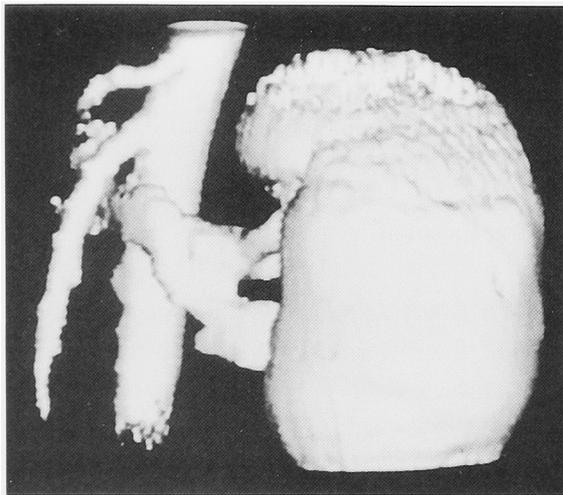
Three-dimensional CT revealed the left renal vein compression by the aorta and the SMA.
